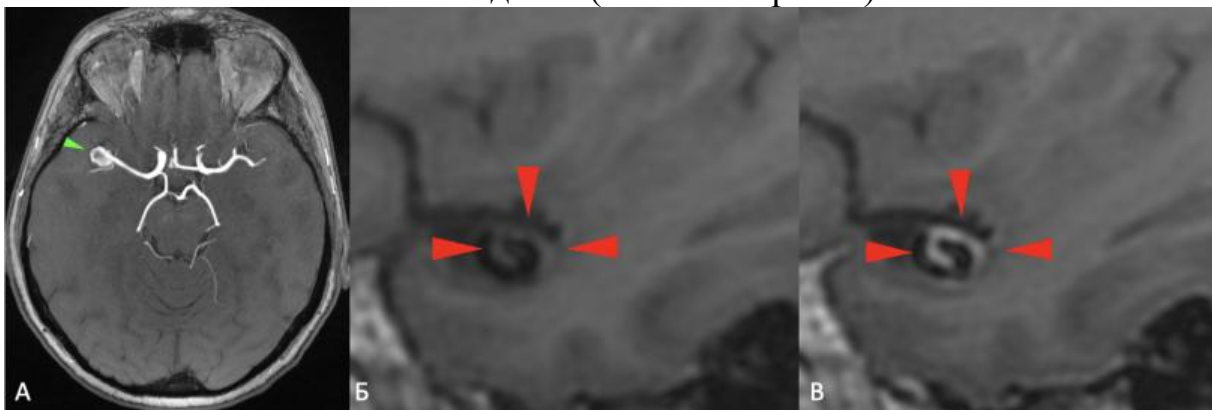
Аневризма (зеленая стрелка) средней мозговой артерии справа у женщины 58 лет. МРТ: 3D TOF (А) в аксиальной плоскости, T1 CUBE до (Б) и после (В) внутривенного введения контрастного препарата. Определяется 2-й тип контрастирования – циркулярное тонкое контрастирование стенкой аневризмы по всему периметру аневризмы (красные стрелки)
